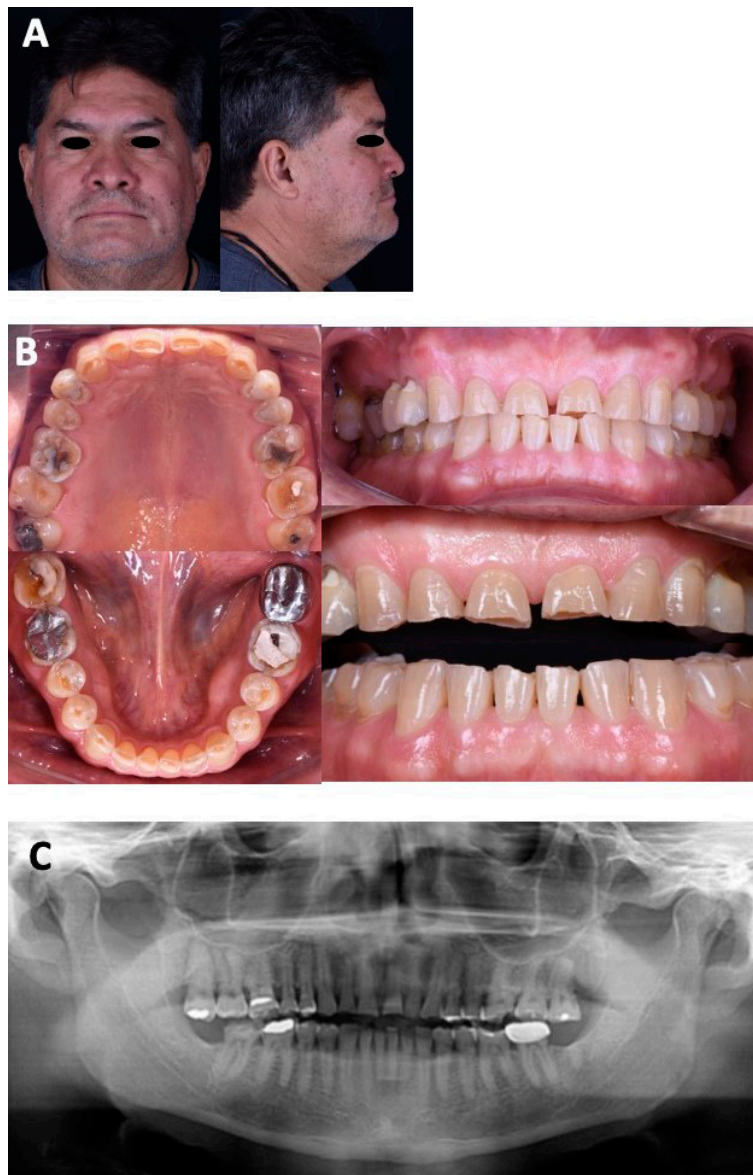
Estudios iniciales. A. Fotografías faciales iniciales de frente y perfil. B. Fotografías intraorales iniciales. C. Ortopantomografía.
